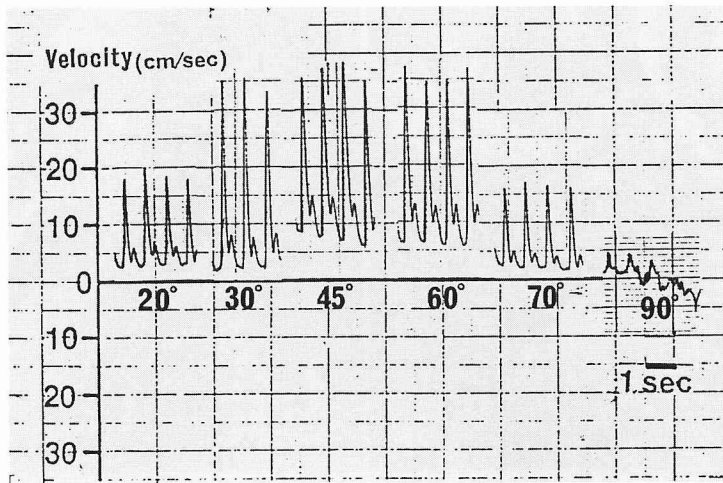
Dependence of doppler frequencies taken from the zero-crosser on the incident angle
